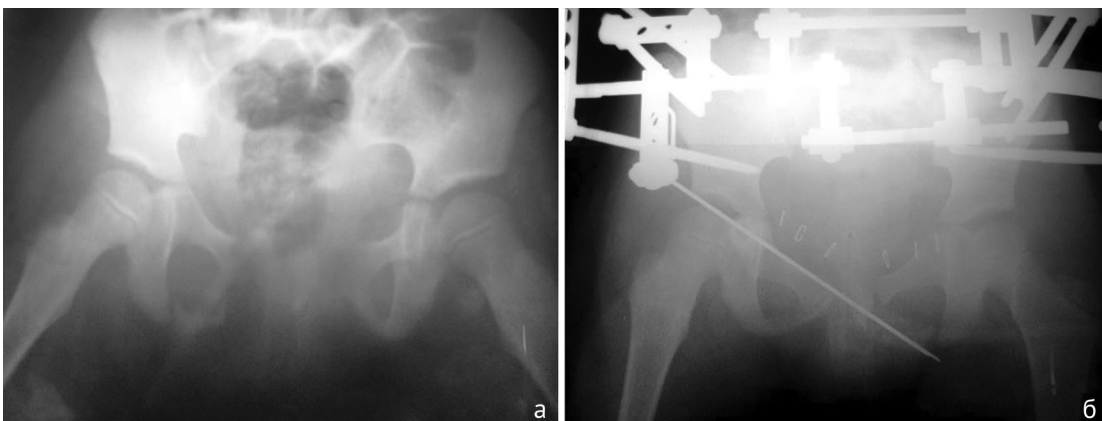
Рентгенограммы таза: а — при поступлении (прямая проекция, перелом лонных и седалищных костей с разрывом лонного и крестцово-подвздошных сочленений); б — состояние после операции (реконструкция уретры, остеосинтез таза спице-стержневым АВФ)
